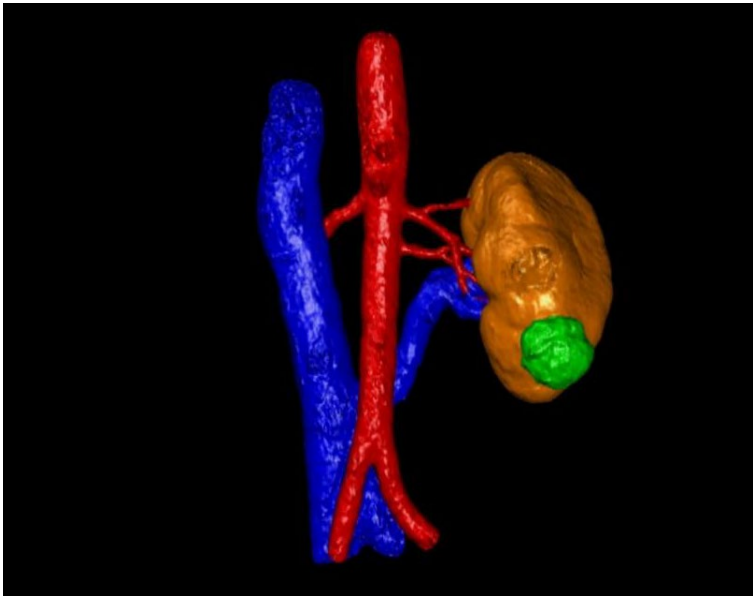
Male, 46 years old, CT three-dimensional reconstruction VR image shows the left accessory renal artery, and the left renal vein runs behind the aorta. The tumor is located at the anterior edge of the lower pole of the left kidney and is supplied by the anterior inferior segmental artery. The total R.E.N.A.L. score is 7a, and the warm ischemia time during NSS is 18 minutes
